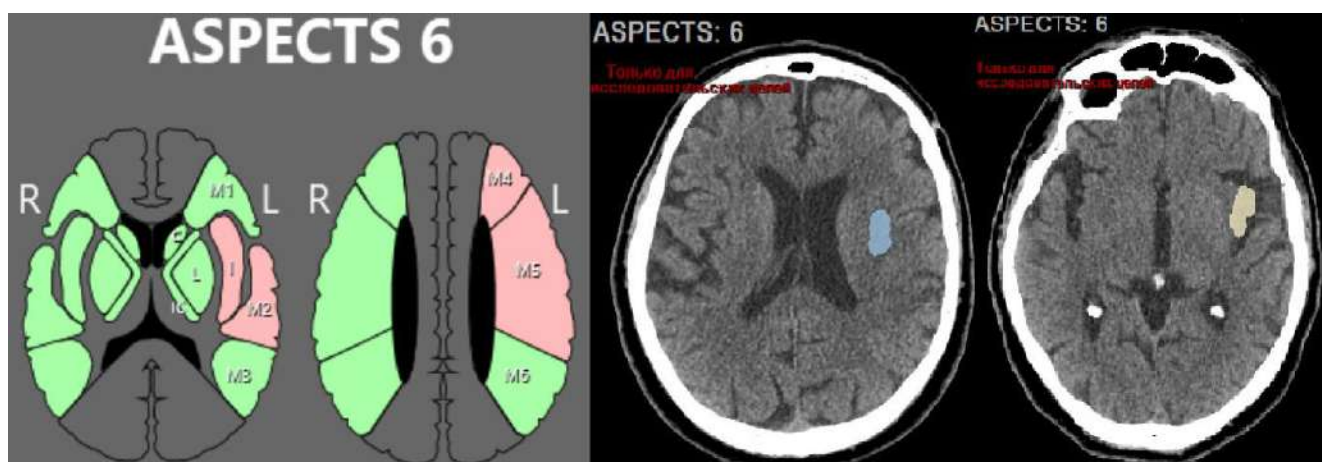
Пример выделения зоны интереса программой С, с расчетом пораженных зон по ASPECTS в бассейне левой средней мозговой артерии, а также кистозно- атрофических изменений в левой островковой доле
